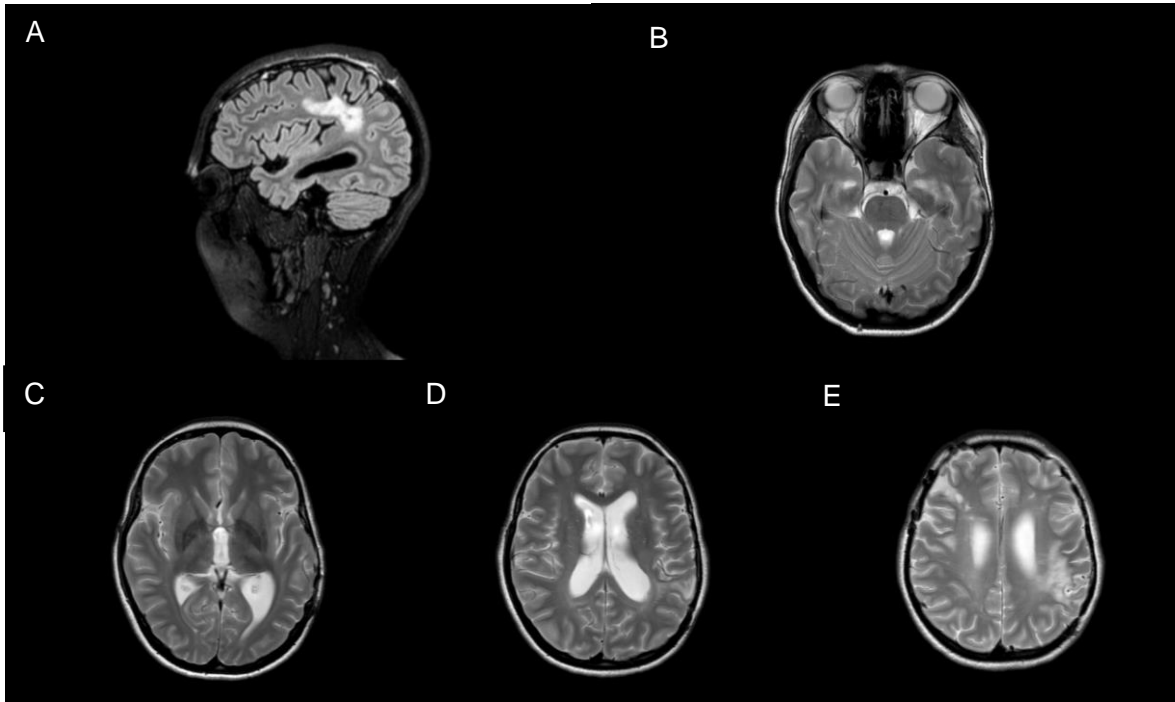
Imágenes de RM en secuencia sagital T2 FLAIR (A y B) y secuencia axial T2 (C y D) al ingreso. Se observa afectación de la sustancia blanca yuxtacortical de ambos hemisferios, lesiones hiperintensas en el cuerpo calloso y otra lesión en la hemiprotuberancia izquierda.
